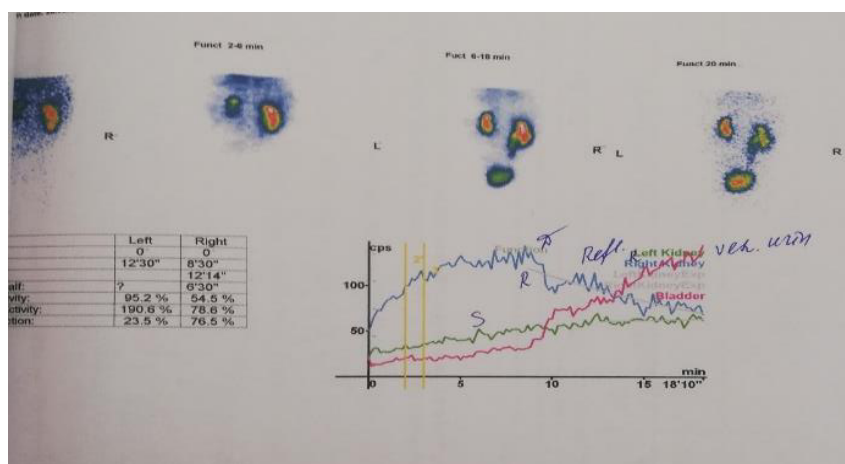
Renoscintigrafia dinamică.
